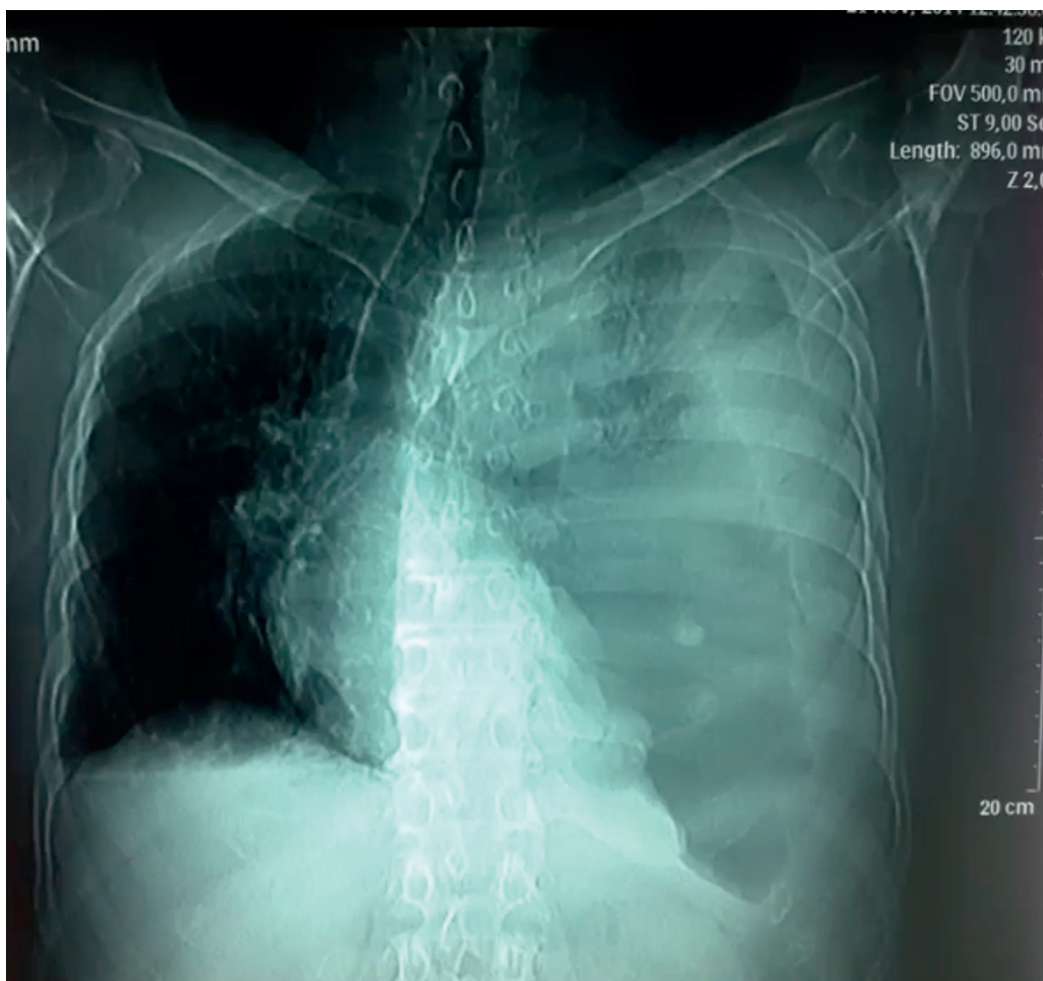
Scout de Tomografía computada de tórax, muestra hidroneumotórax izquierdo con desviación de mediastino a derecha.
